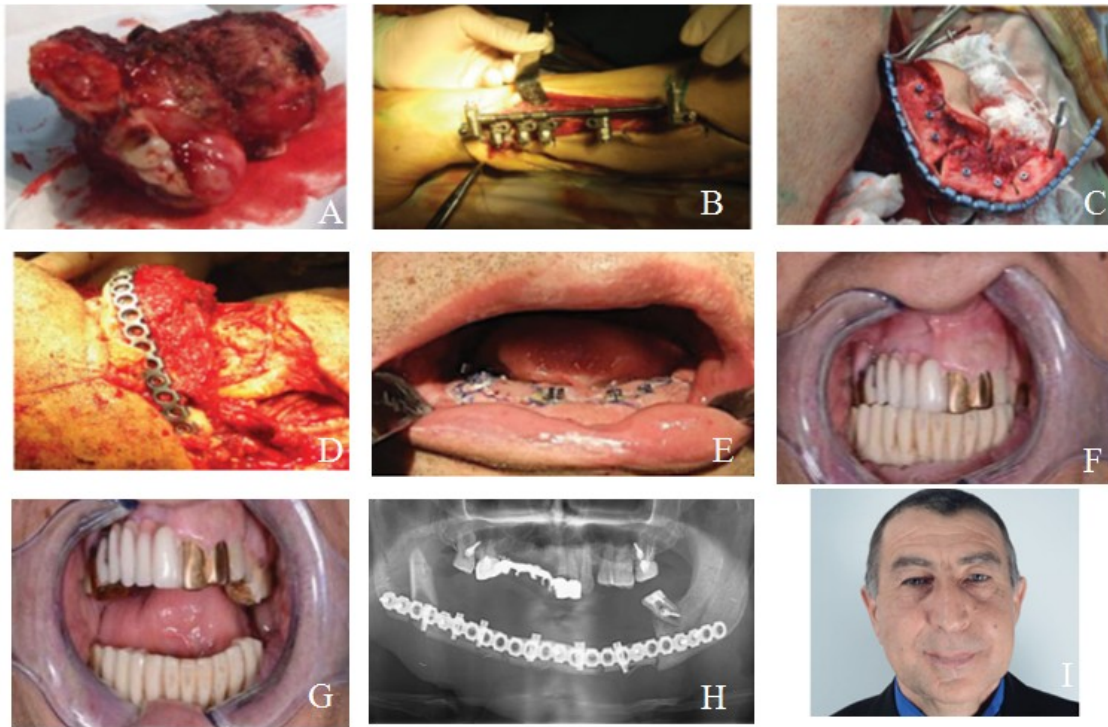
Cirurgia de reconstrução da mandíbula com enxertos do perônio e implantes dentários, num paciente oncológico (adaptado de Rahimov et al., 2016). A - Tumor excisado; B - Aplicação da guia cirúrgica para a colocação dos implantes dentários; C - Aplicação da guia cirúrgica para osteotomia da zona dadora (perônio); D - Enxerto ósseo com os implantes dentários colocados; E - O enxerto é posicionado na zona do defeito mandibular e são criadas anastomoses micro-vasculares; F - Encerramento da ferida; G - Reabilitação protética no pós-operatório imediato; H - Ortopantomografia pós-operatória; I - Aparência facial do paciente, um ano após a cirurgia.
